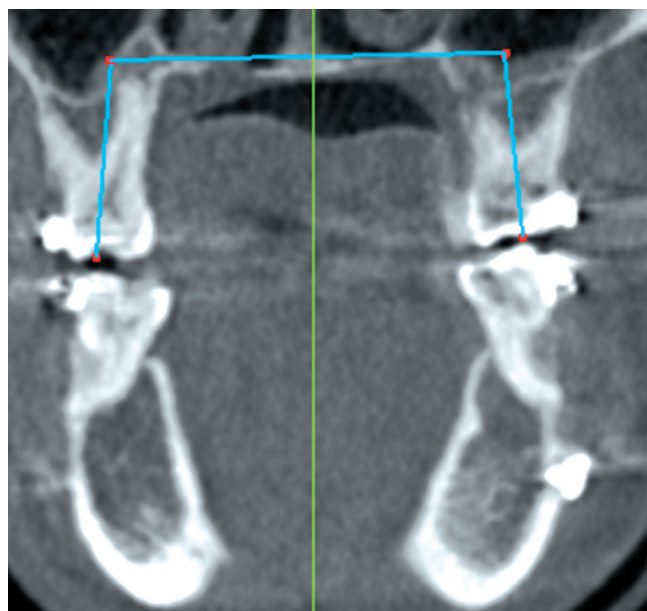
КЛК-томограмма. Соединение осей первых моляров верхней челюсти.
